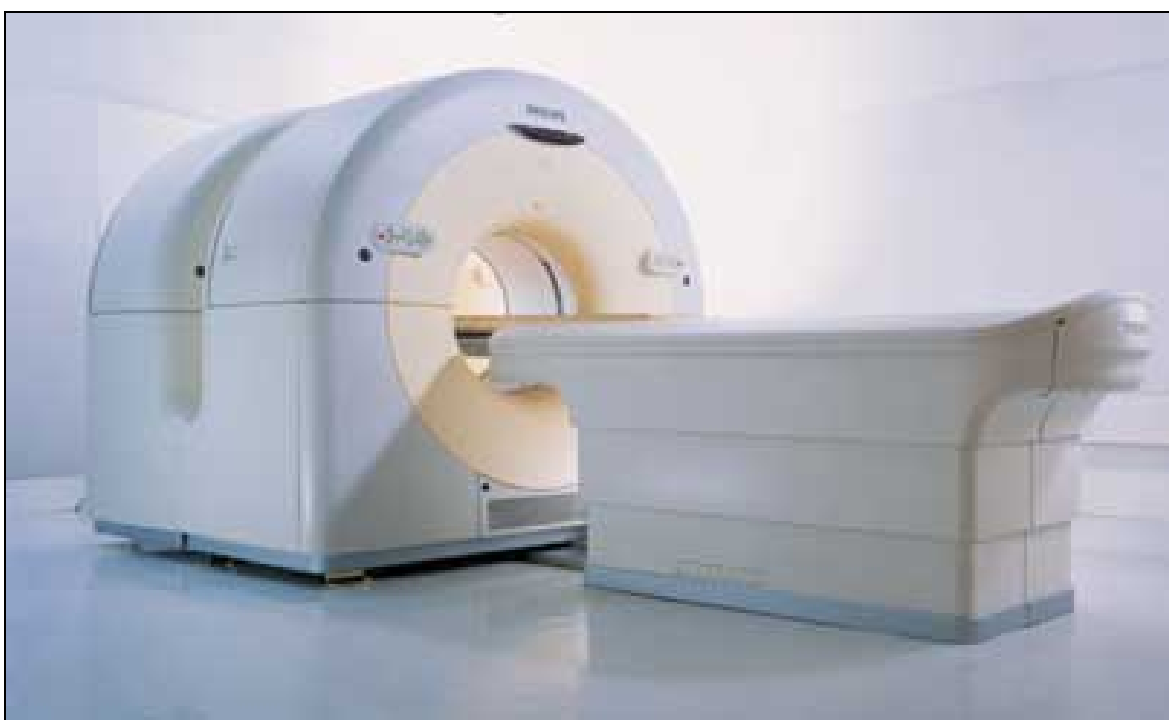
Moderner PET-CT-Scanner.
